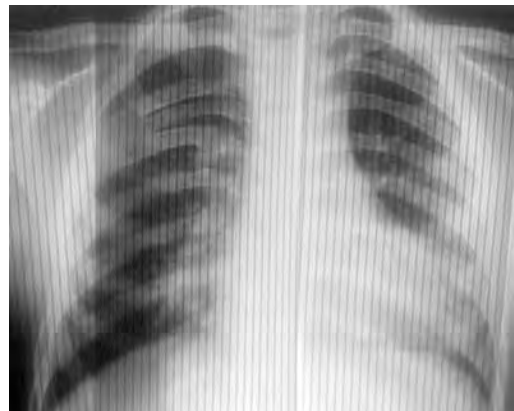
Рентгенограмма органов грудной клетки больного В.Е., 6 лет
